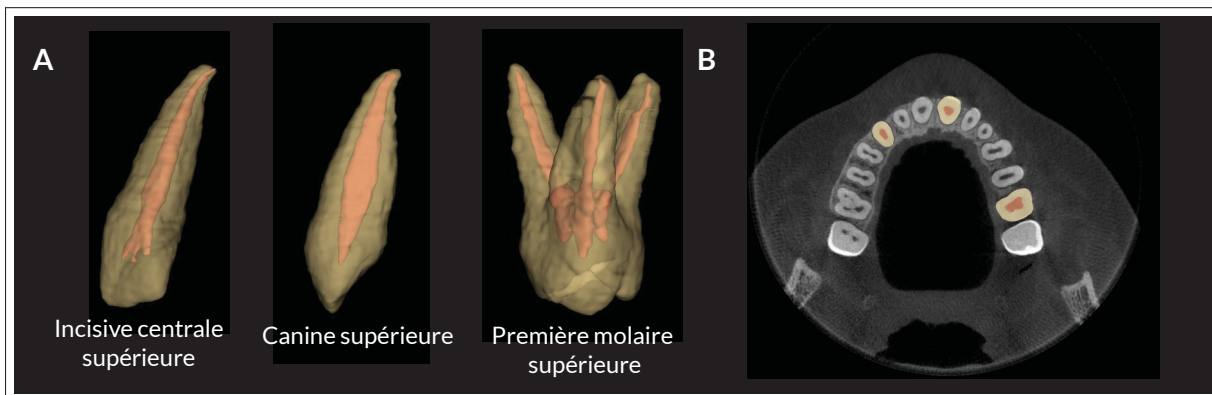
Exemples de trois segmentations de référence issues de la base de données de validation. (A) Les masques de segmentation de la pulpe (rouge) et de la dent (jaune) sont représentés par des modèles géométriques. (B) Vue axiale d'une coupe du volume *Cone Beam CT* et des segmentations de référence.
